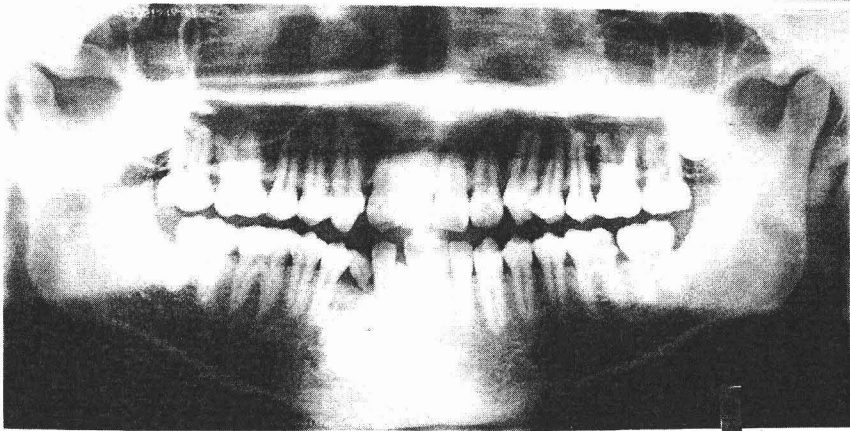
Ortopantomografía que corresponde a un paciente masculino de 37 años de edad con una lesión mixta en la zona de primer premolar y canino inferior izquierdo.
